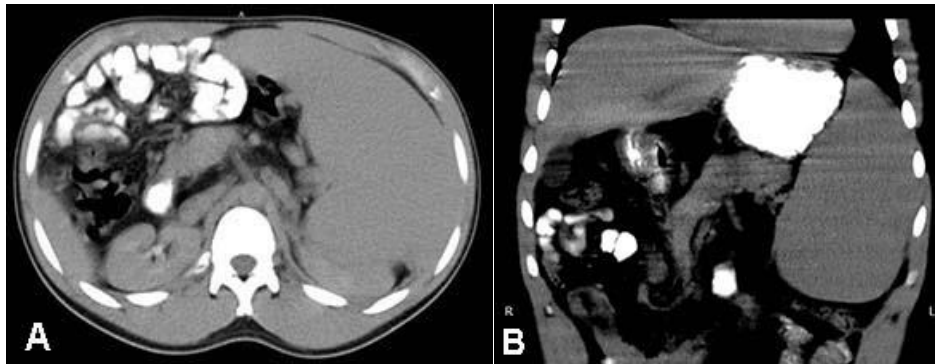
Tomografía. Corte axial contrastado vía oral, esplenomegalia gigante.
